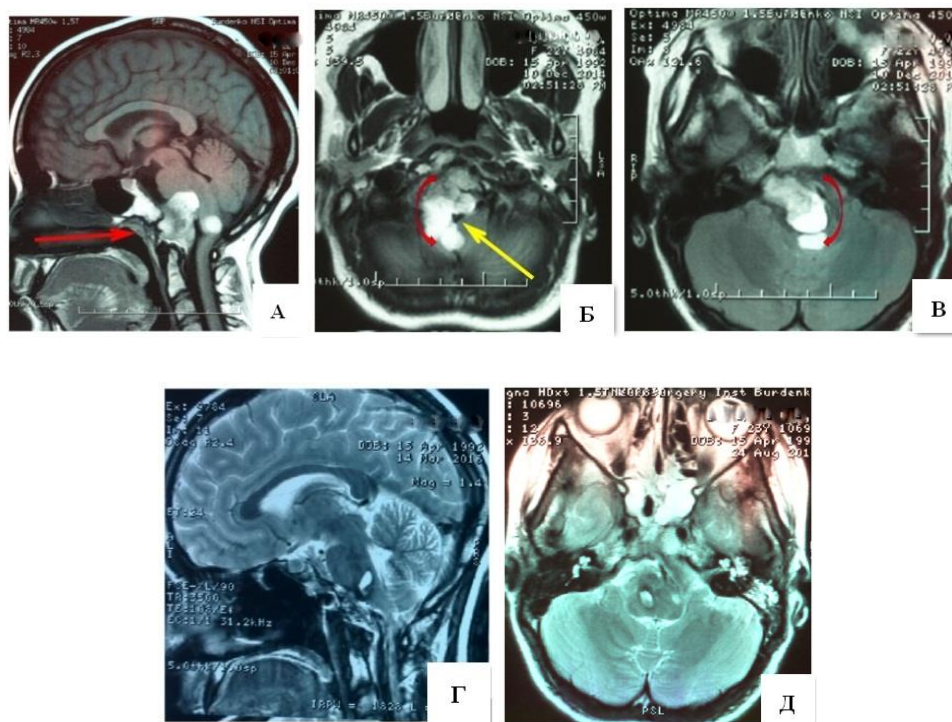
Клиническое наблюдение 1. Пациентка Е., 22 года, гигантская хордома основания черепа, с грубой компрессией продолговатого и среднего мозга. А – В – дооперационные МРТ (на рисунке А красной прямой стрелкой указано направление трансназального доступа; на рисунках Б и В красными дугообразными стрелками отмечено направление доступа к задней части опухоли вокруг стволовых структур, желтой стрелкой на рисунке Б – указана позиция базилярной артерии). Г, Д – МРТ через 12 месяцев после операции: субтотальное удаление опухоли.
